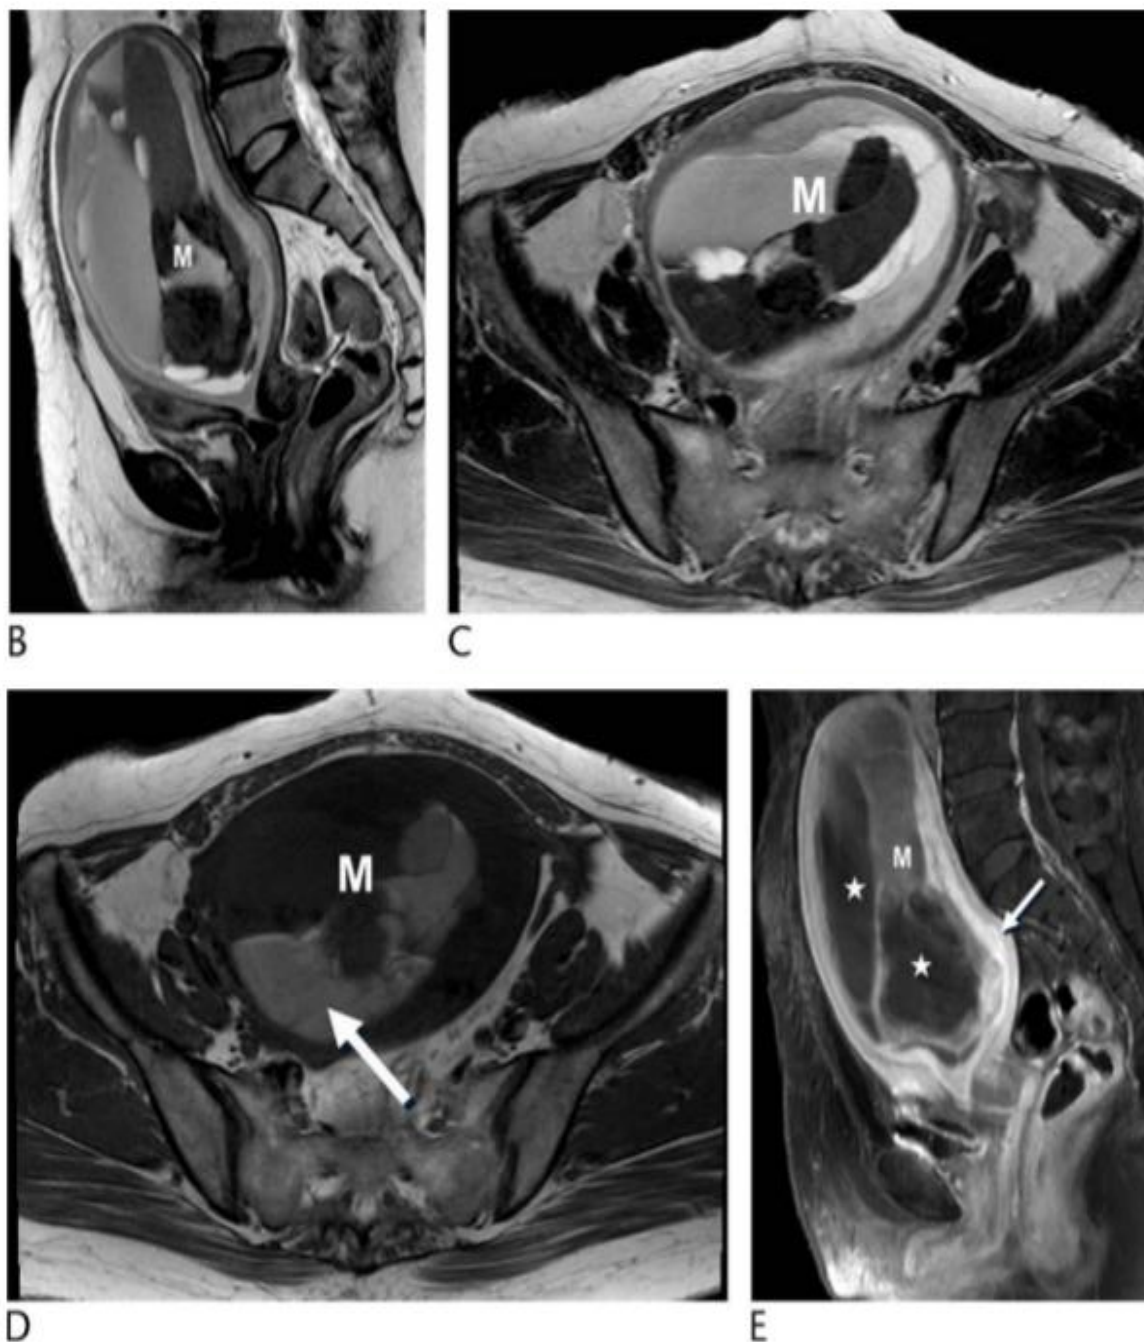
Sarcome du stroma endométrial chez une femme de 58 ans. L'IRM pondérée en T2 sagittale (B) et axiale (C) montre une grande masse endométriale hétérogène (M) avec une marge irrégulière et une invasion myométriale, suggérant une tumeur utérine maligne. D, l'IRM pondérée en T1 axiale montre une grande masse endométriale hétérogène (M) avec une intensité de signal élevée (flèche), manifestant une hémorragie. E, IRM pondérée en T1 sagittale rehaussée montre une grande masse (M) avec une partie kystique ou une nécrose et une partie solide rehaussée (flèche). [158]
